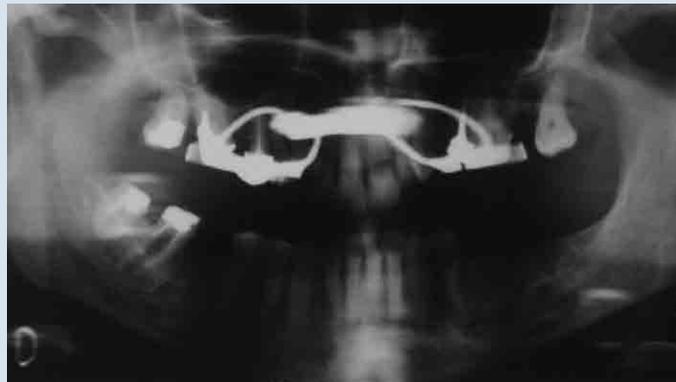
Radiographie panoramique montrant le disjoncteur mis en place.
